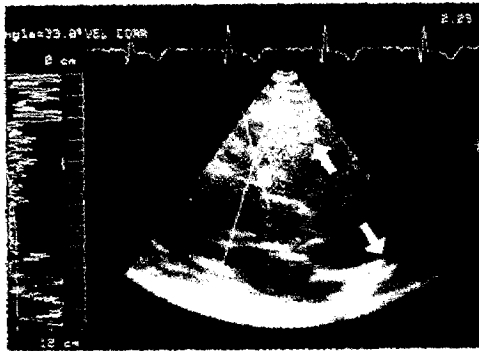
The findings of echocardiography (parasternal long-axis view, 2-dimensional) shows markedly dilated ascending aorta, but no definite visible flap.
